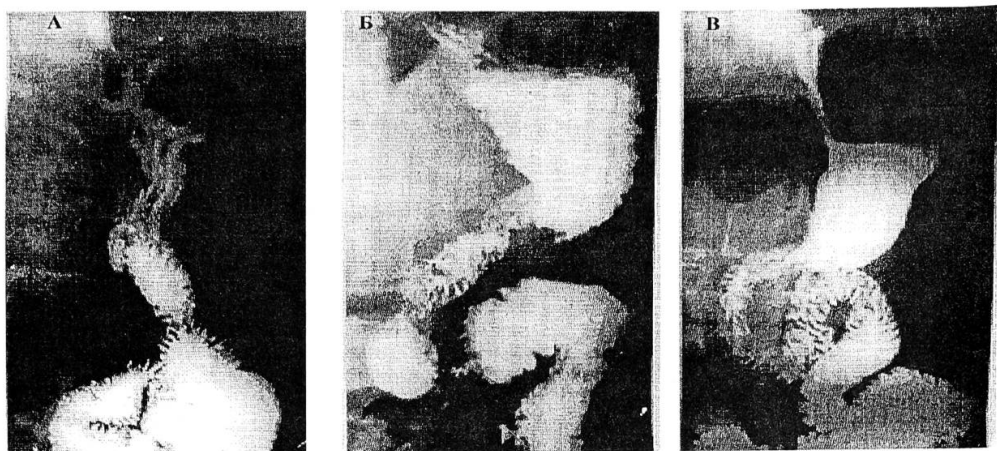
Рентгенограммы больных при исследовании моторно-эвакуаторной функции с различными вариантами операций: А — по способу Бильрот II, Б — по Бильрот I, В — дуоденопилоропластика.
